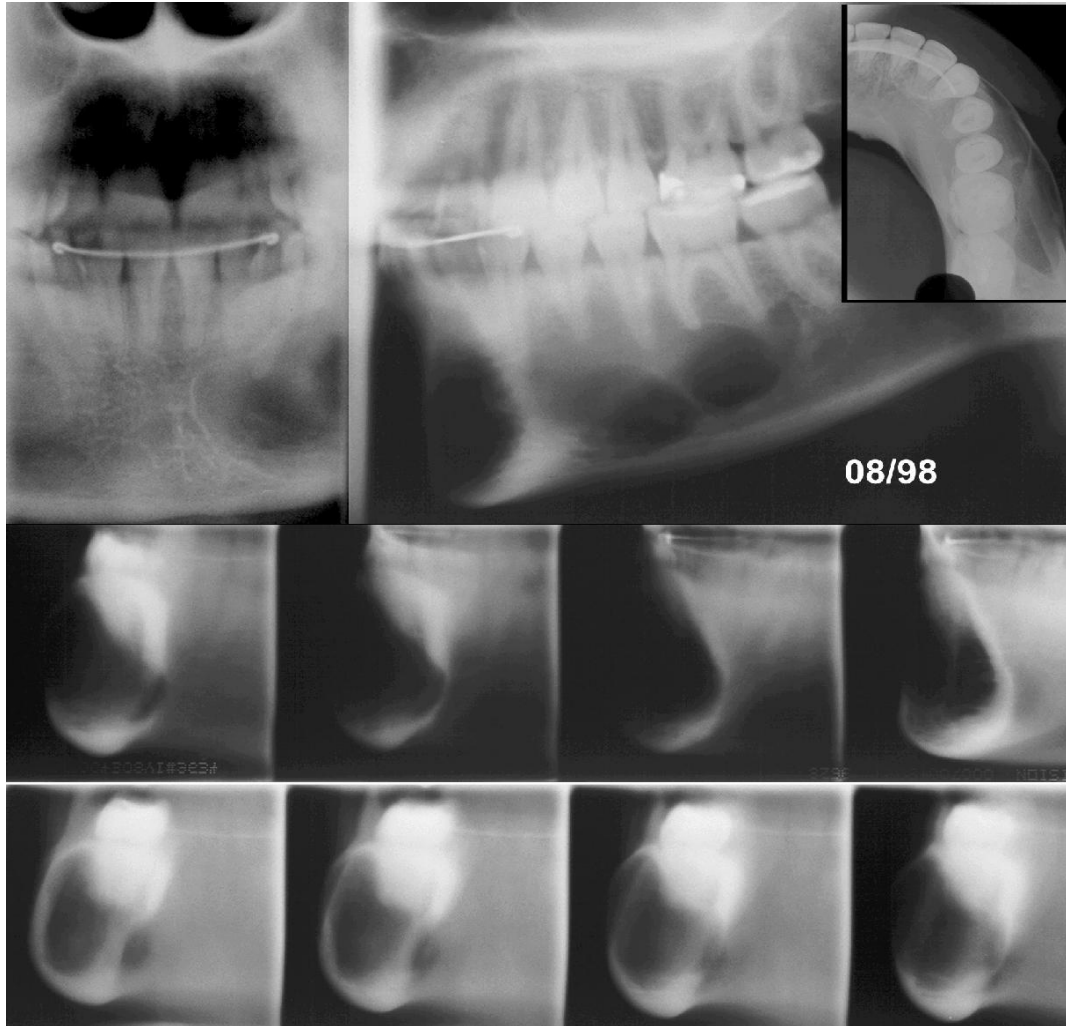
Cortes de tomografia convencional mostrando a expansão e o adelgaçamento das corticais vestibular e lingual. No detalhe, incidência oclusal lateralizada.
